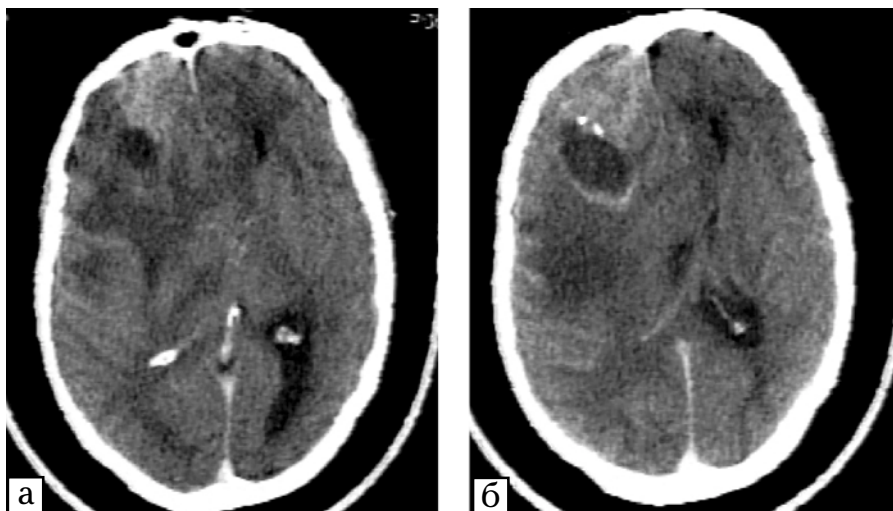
(а, б). КТ голови з контрастним підсиленням. У правій лобній ділянці визначається гіперденсивна зона без чітких контурів, з наявністю післяопераційного кістозного утвору з чіткими контурами
